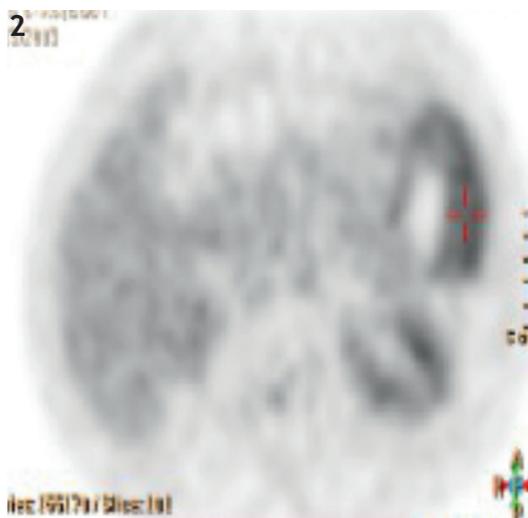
PET-TAC: actividad metabólica alta en masa retroperitoneal e HCD englobando el colon transverso.
